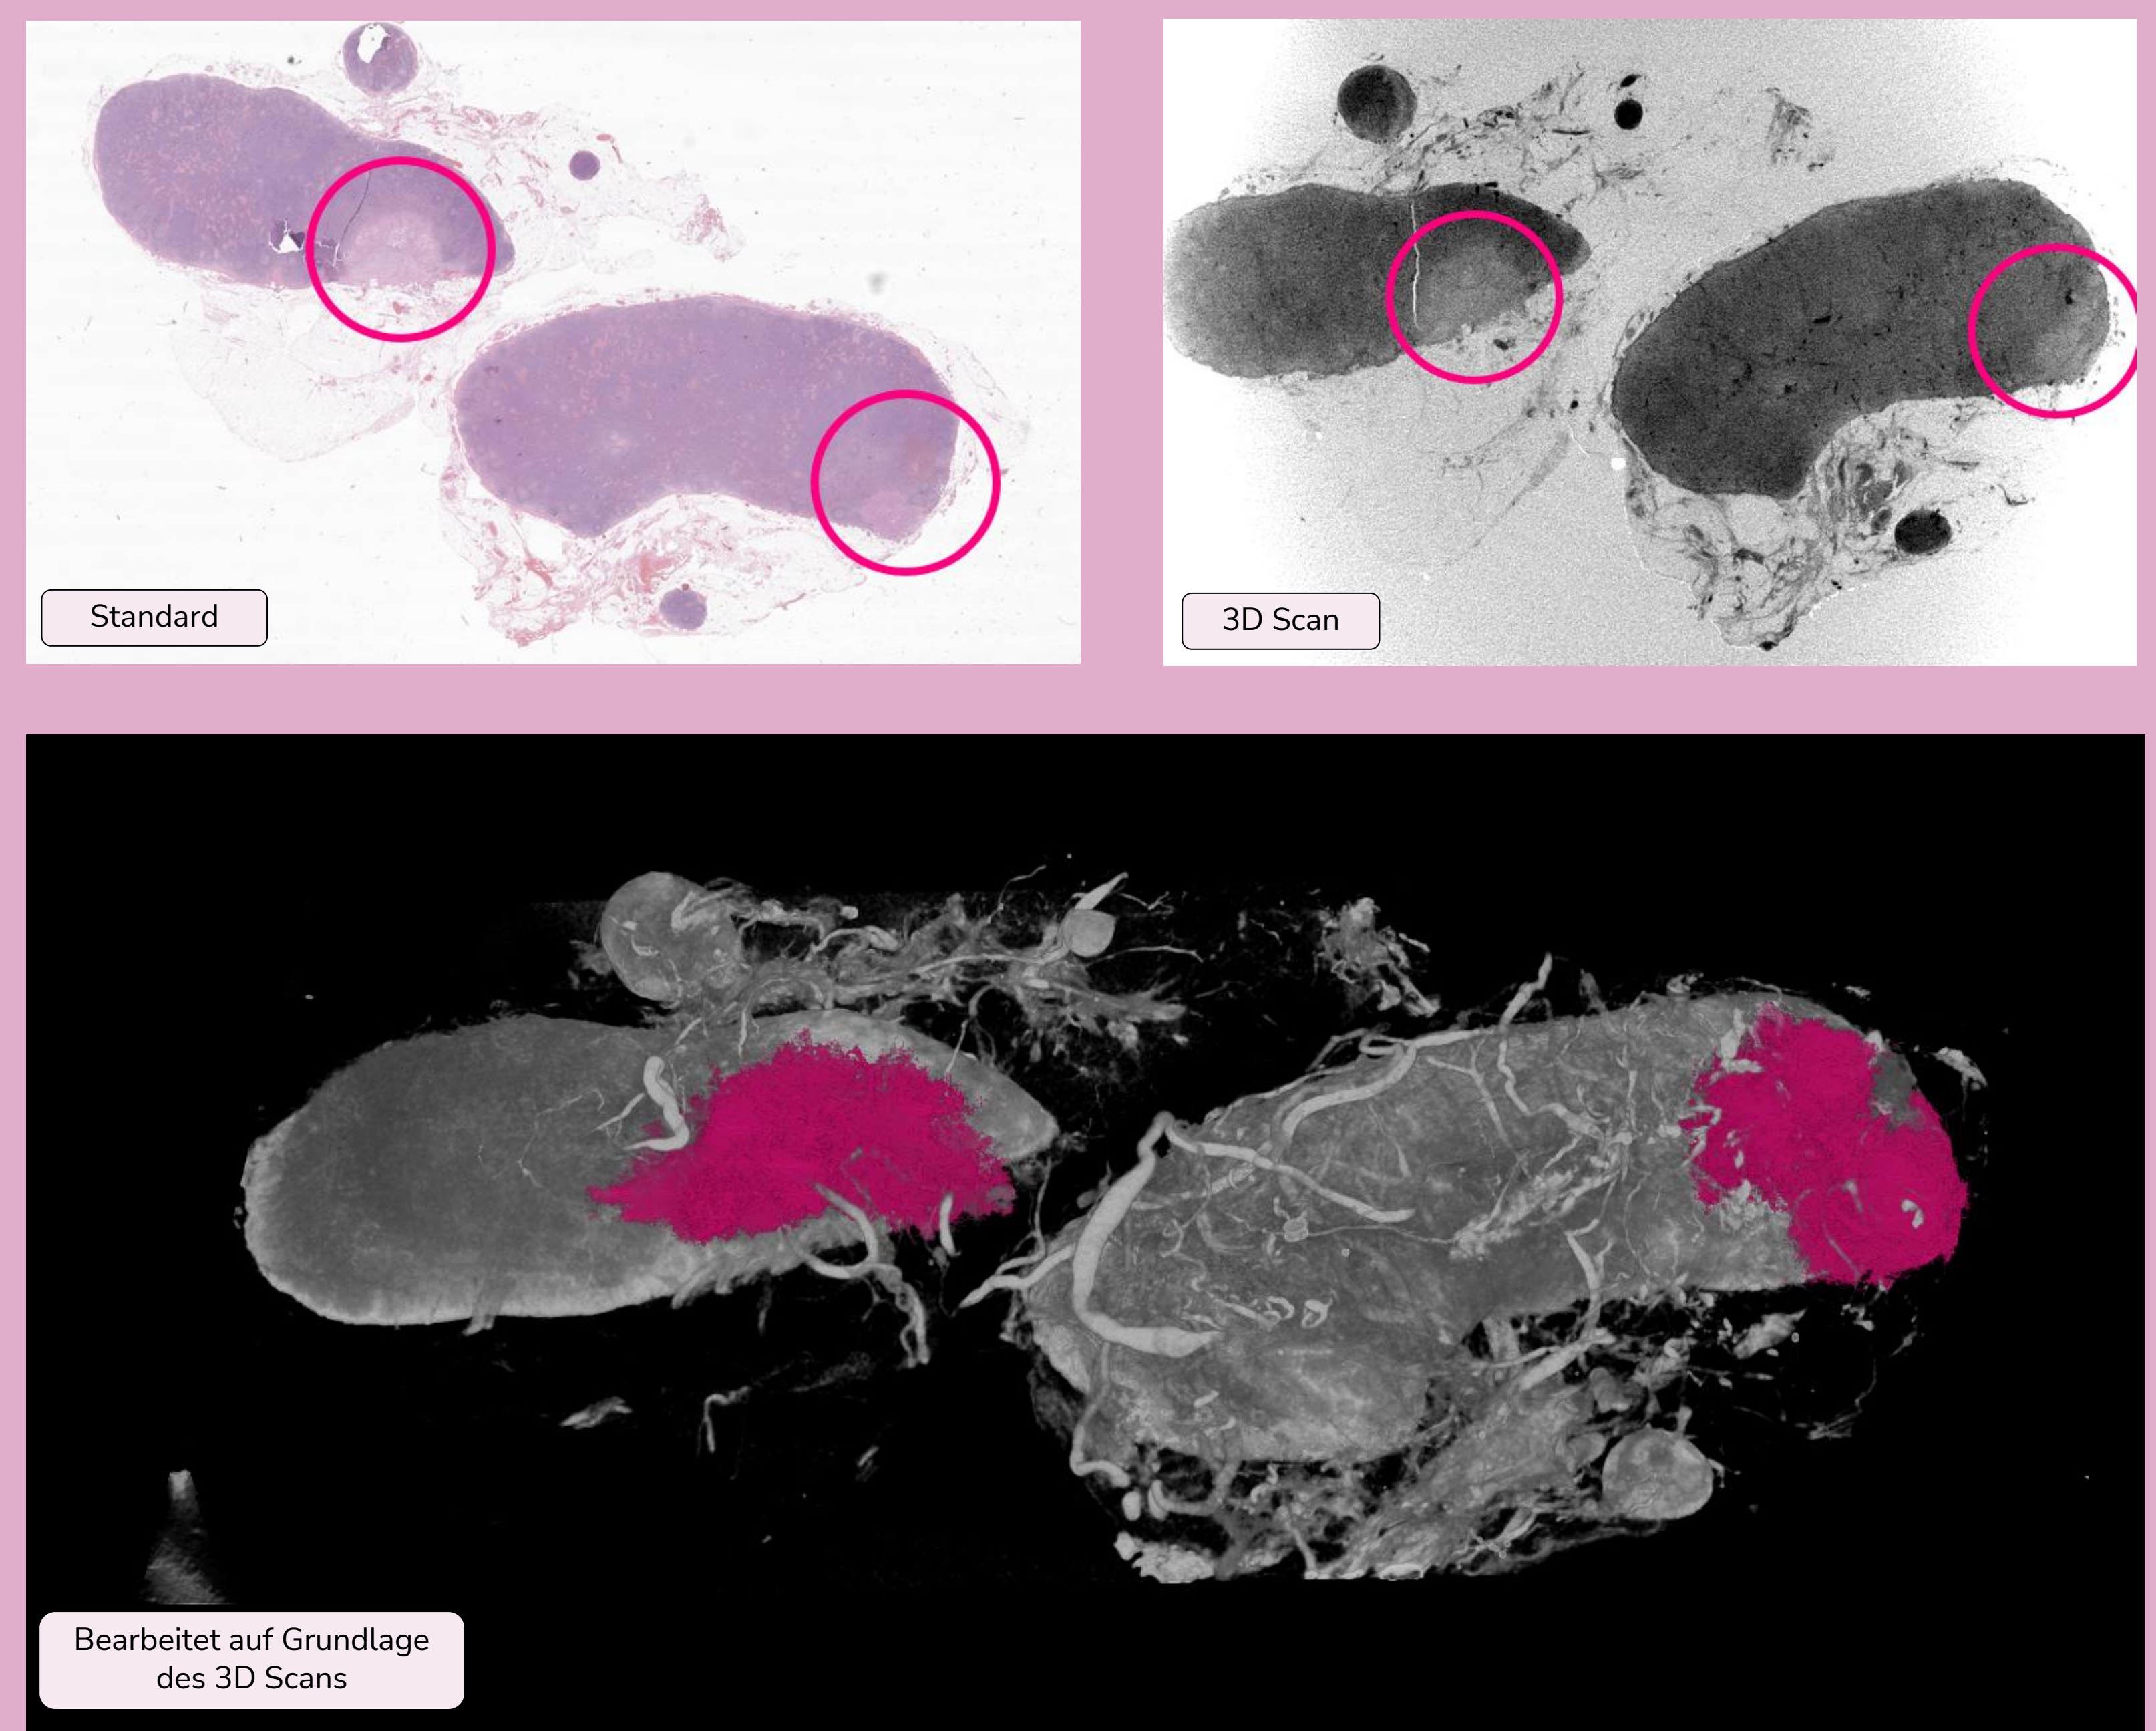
Lymphknotenmetastasen sind in HE-Schnitten (Klinikstandard) und in den Rohdaten der Tomografie-Scans (3D Scan) erkennbar und können basierend auf Grauwerten segmentiert und visualisiert werden (Bearbeitet). Die HE-Schnitte wurden freundlicherweise von Dr. Andreas Mock (LMU) zur Verfügung gestellt und mit QPath untersucht sowie mit den Rohdaten der Tomografie korreliert, während die Rohdaten der Tomografie in Stacks, einem von der Histomography GmbH entwickelten 3D-Viewer, analysiert wurden. Die Segmentierung (= Markierung) der Lymphknotenmetastasen erfolgte in 3D Slicer und die abschließende Visualisierung wurde mit VG Studio Max durchgeführt.
